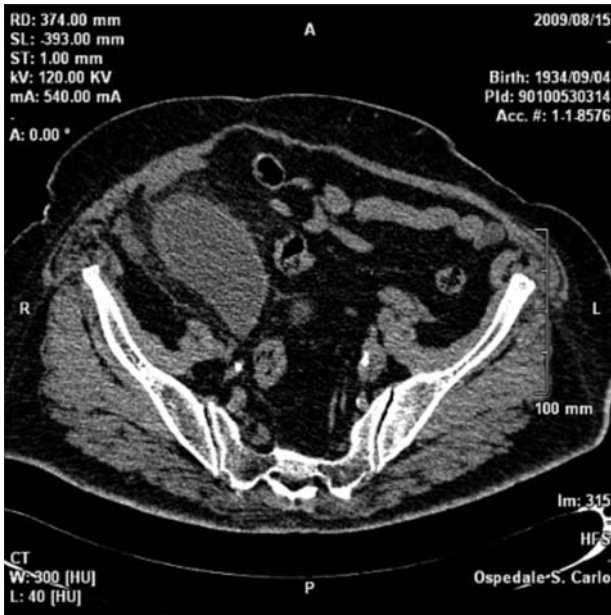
TC addominale. Voluminosa massa, a contenuto fluido denso, in fossa iliaca destra.
